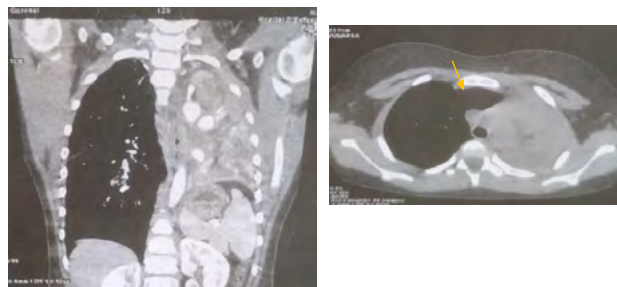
TDM thoracique montrant un collapsus pulmonaire total gauche et une distension du poumon droit avec hernie trans médiastinale antérieure et postérieure (flèche jaune)
